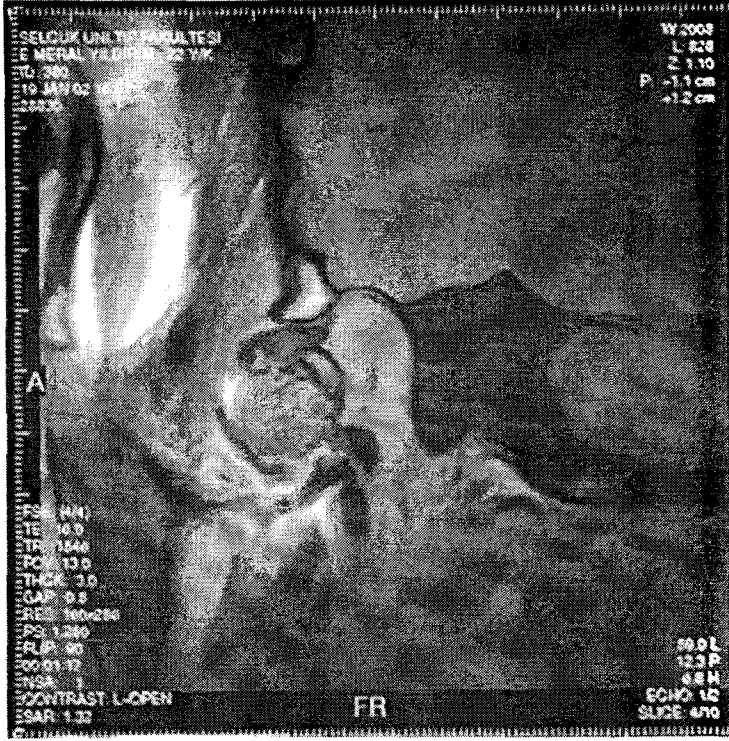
MRG'de kapalı pozisyonda diskin anterior deplasmanının görünümü
